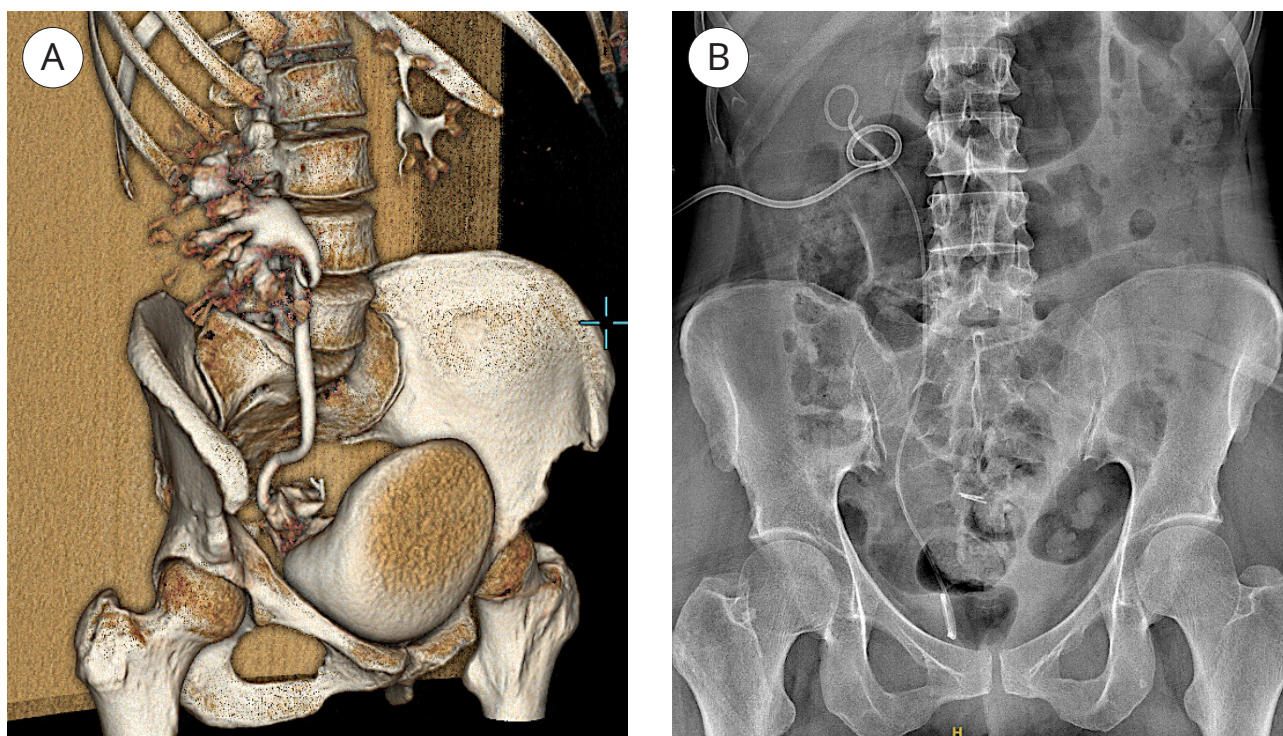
Инструментальные данные: А — на 3D КТ-скане стрелкой указан внебрюшинный разрыв нижней трети правого мочеточника II степени тяжести по шкале AAST; В — обзорная урограмма после стентирования и пункционной нефростомии справа
